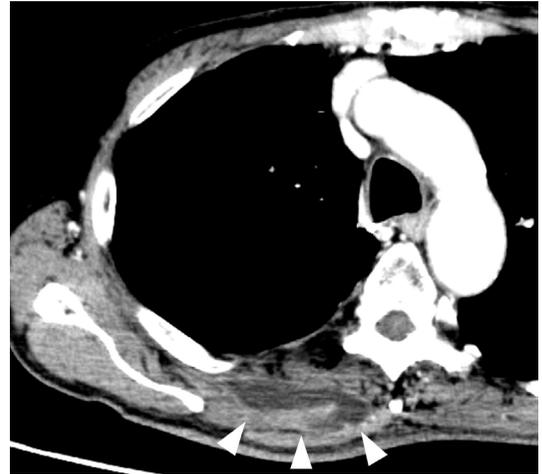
造影CT所見：初回胸壁囊胞切除から9年後、右僧帽筋や菱形筋内に囊胞病変があり（矢頭）、囊胞皮膜は造影効果を認めた。
